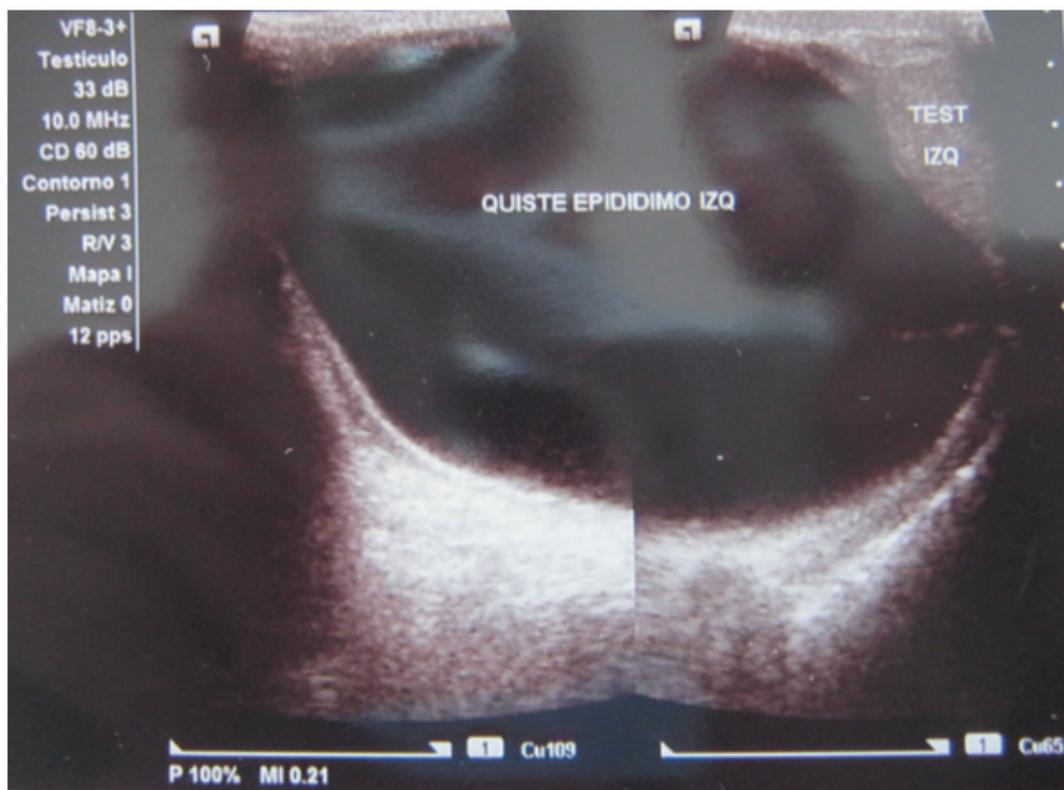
Ultrasonido de quiste de epidídimo intervenido.
